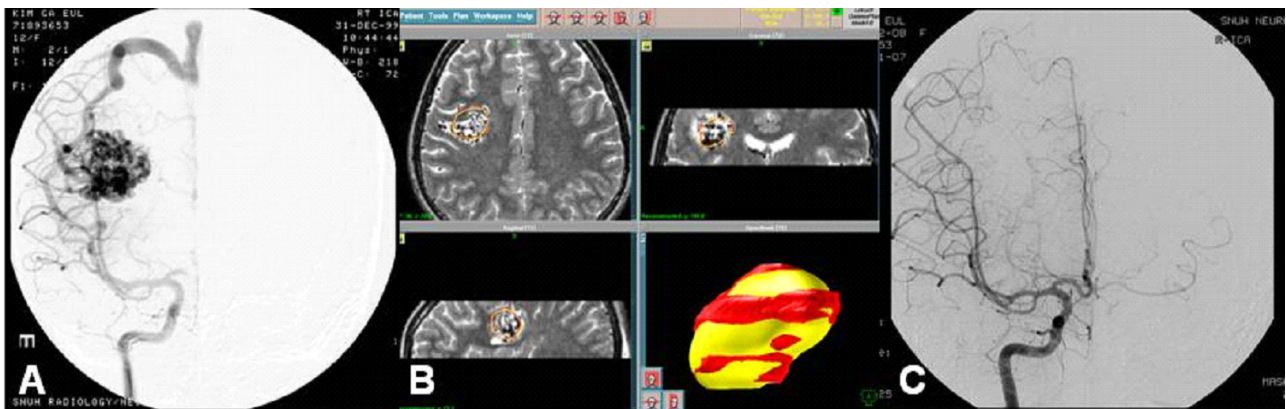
Arteriovenous malformation (AVM). (A) Cerebral angiogram demonstrates an AVM supplied from the prerolantic artery of the right middle cerebral artery with drainage to the cortical vein to the superior sagittal sinus. (B) Target of radiosurgery is defined in the MR images. The nidus was 4.9 cm³ in volume. A radiation dose of 17 Gy was given to the 50% isodose line. (C) Cerebral angiogram 36 months after radiosurgery shows complete obliteration of AVM.
